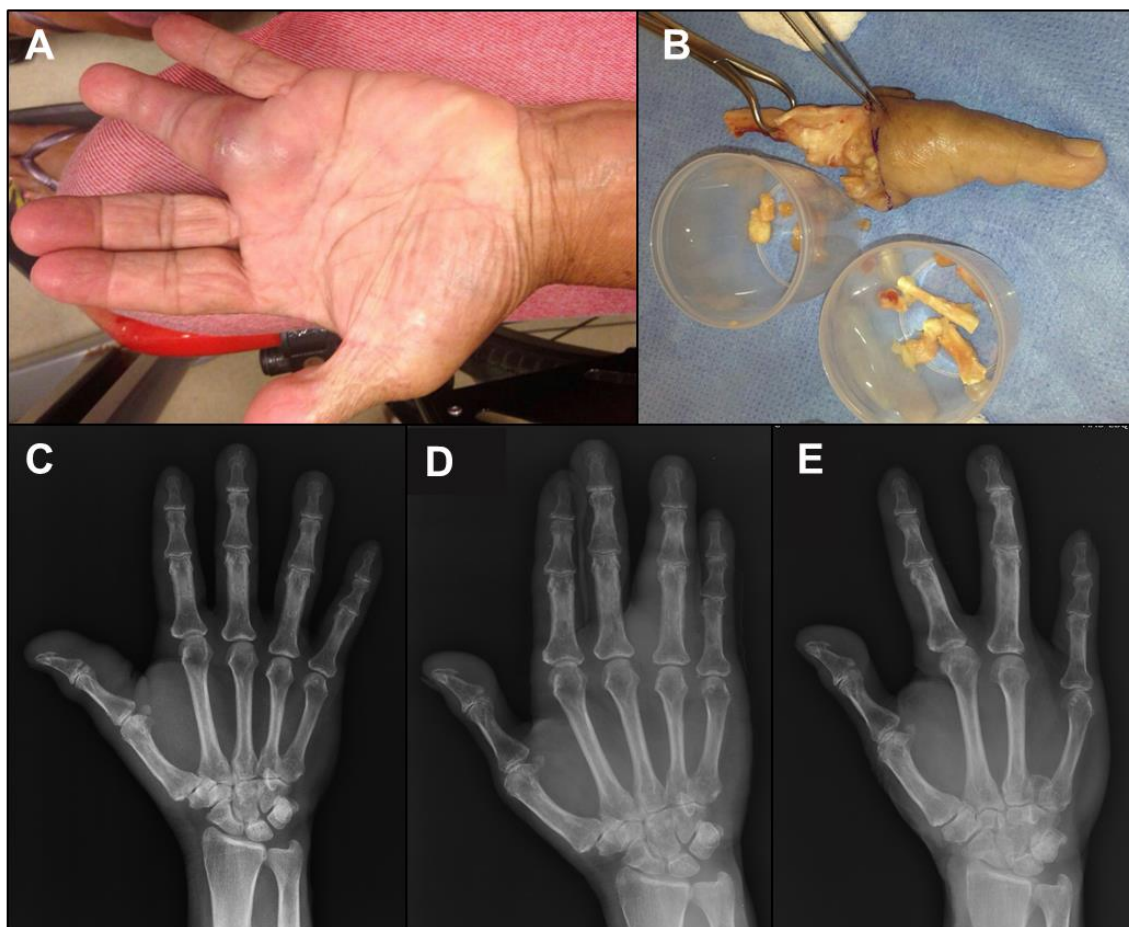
(caso 8): A) Lesão tumoral (abscesso) justaóssea na mão esquerda. B) Quarto quirodáctilo esquerdo amputado – peça cirúrgica. Radiografias da mão esquerda: C) No momento da esporotricose linfocutânea (aumento de partes moles no 1º dedo); D) Na recidiva da esporotricose (painel A), com acometimento do 4º dedo, com aumento de partes moles, mas sem evidência de lesão óssea; E) Pós-amputação radial do 4º dedo. (Fonte: A - Laboratório de Pesquisa Clínica em Dermatologia Infecciosa; B – Serviço de Cirurgia da Mão do Instituto Nacional de Traumatologia e Ortopedia; C-E – Serviço de Imagem do INI)
